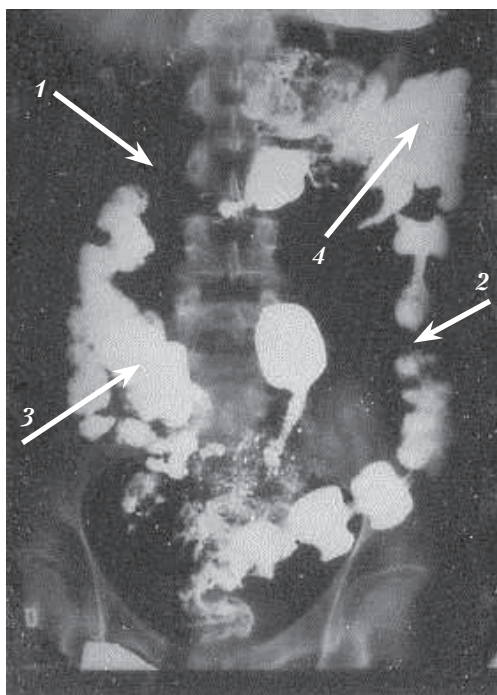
Рентгеноконтрастное исследование транзита бария сульфата по толстой кишке. Определяется чередование заполненных и свободных от бариевой взвеси функциональных сегментов толстой кишки: 1, 2 — свободные от бариевой взвеси сегменты толстой кишки; 3, 4 — сегменты толстой кишки заполненные бариевой взвесью
